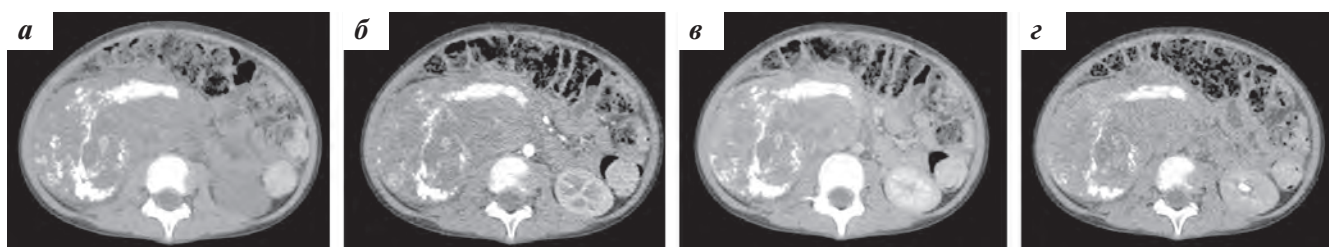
Первичное КТ-исследование: нативная (а), артериальная (б), паренхиматозная (в) и выделительная (г) фазы
